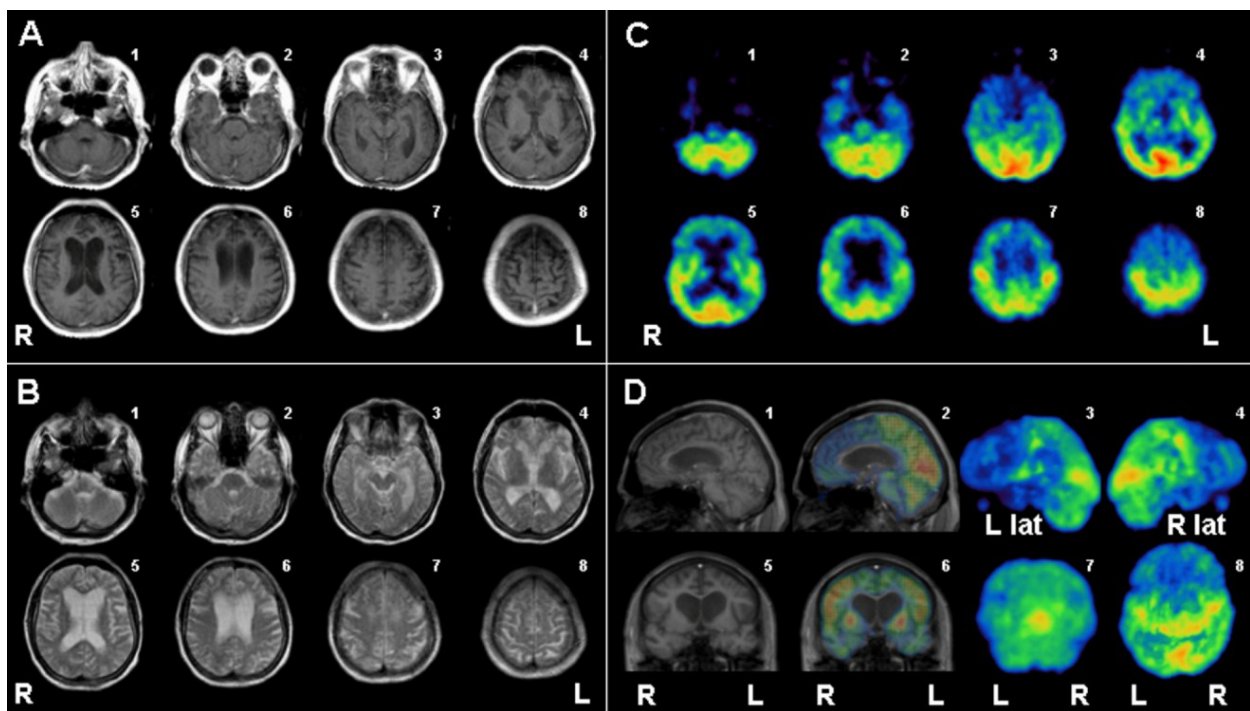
MRT- und PET-Untersuchung des Gehirns eines IBMPFD-Patienten mit der Mutation R93C im *VCP*-Gen. Gezeigt sind Horizontal- (A, B, C), Sagittal- (D1, D2) und Frontalschnitte (D5, D6), sowie Rekonstruktionen des kortikalen Stoffwechsels in der Ansicht von links (D3), rechts (D4), posterior (D7) und oben (D8). Die kontrastmittelverstärkten Bilder in der T1-Wichtung (Serie A; TR=627 ms, TE=17 ms, Schichtdicke 6 mm) und in der T2-Wichtung (Serie B; TR=2,210 ms, TE=85 ms, Schichtdicke 5 mm) zeigen neben einer auffälligen Erweiterung der Seitenventrikel eine Erweiterung im Bereich der frontalen und perisylvischen Sulci. Wie der T1-gewichtete Sagittal- (D1) und Frontalschnitt (D5) (TR=15 ms, TE=6 ms, Schichtdicke 10 mm) zeigen, betrifft die Degeneration hauptsächlich die weiße Substanz, besonders im Bereich des Corpus callosum. Die Fusionsaufnahmen (D) und die isolierten PET-Bilder (C) zeigen vor allem im Bereich der oberen und mittleren Gyri des Frontalkortex, des linken frontalen Operculums und des linken unteren Parietallappens eine verminderte Stoffwechselaktivität (Krause et al. 2007)
